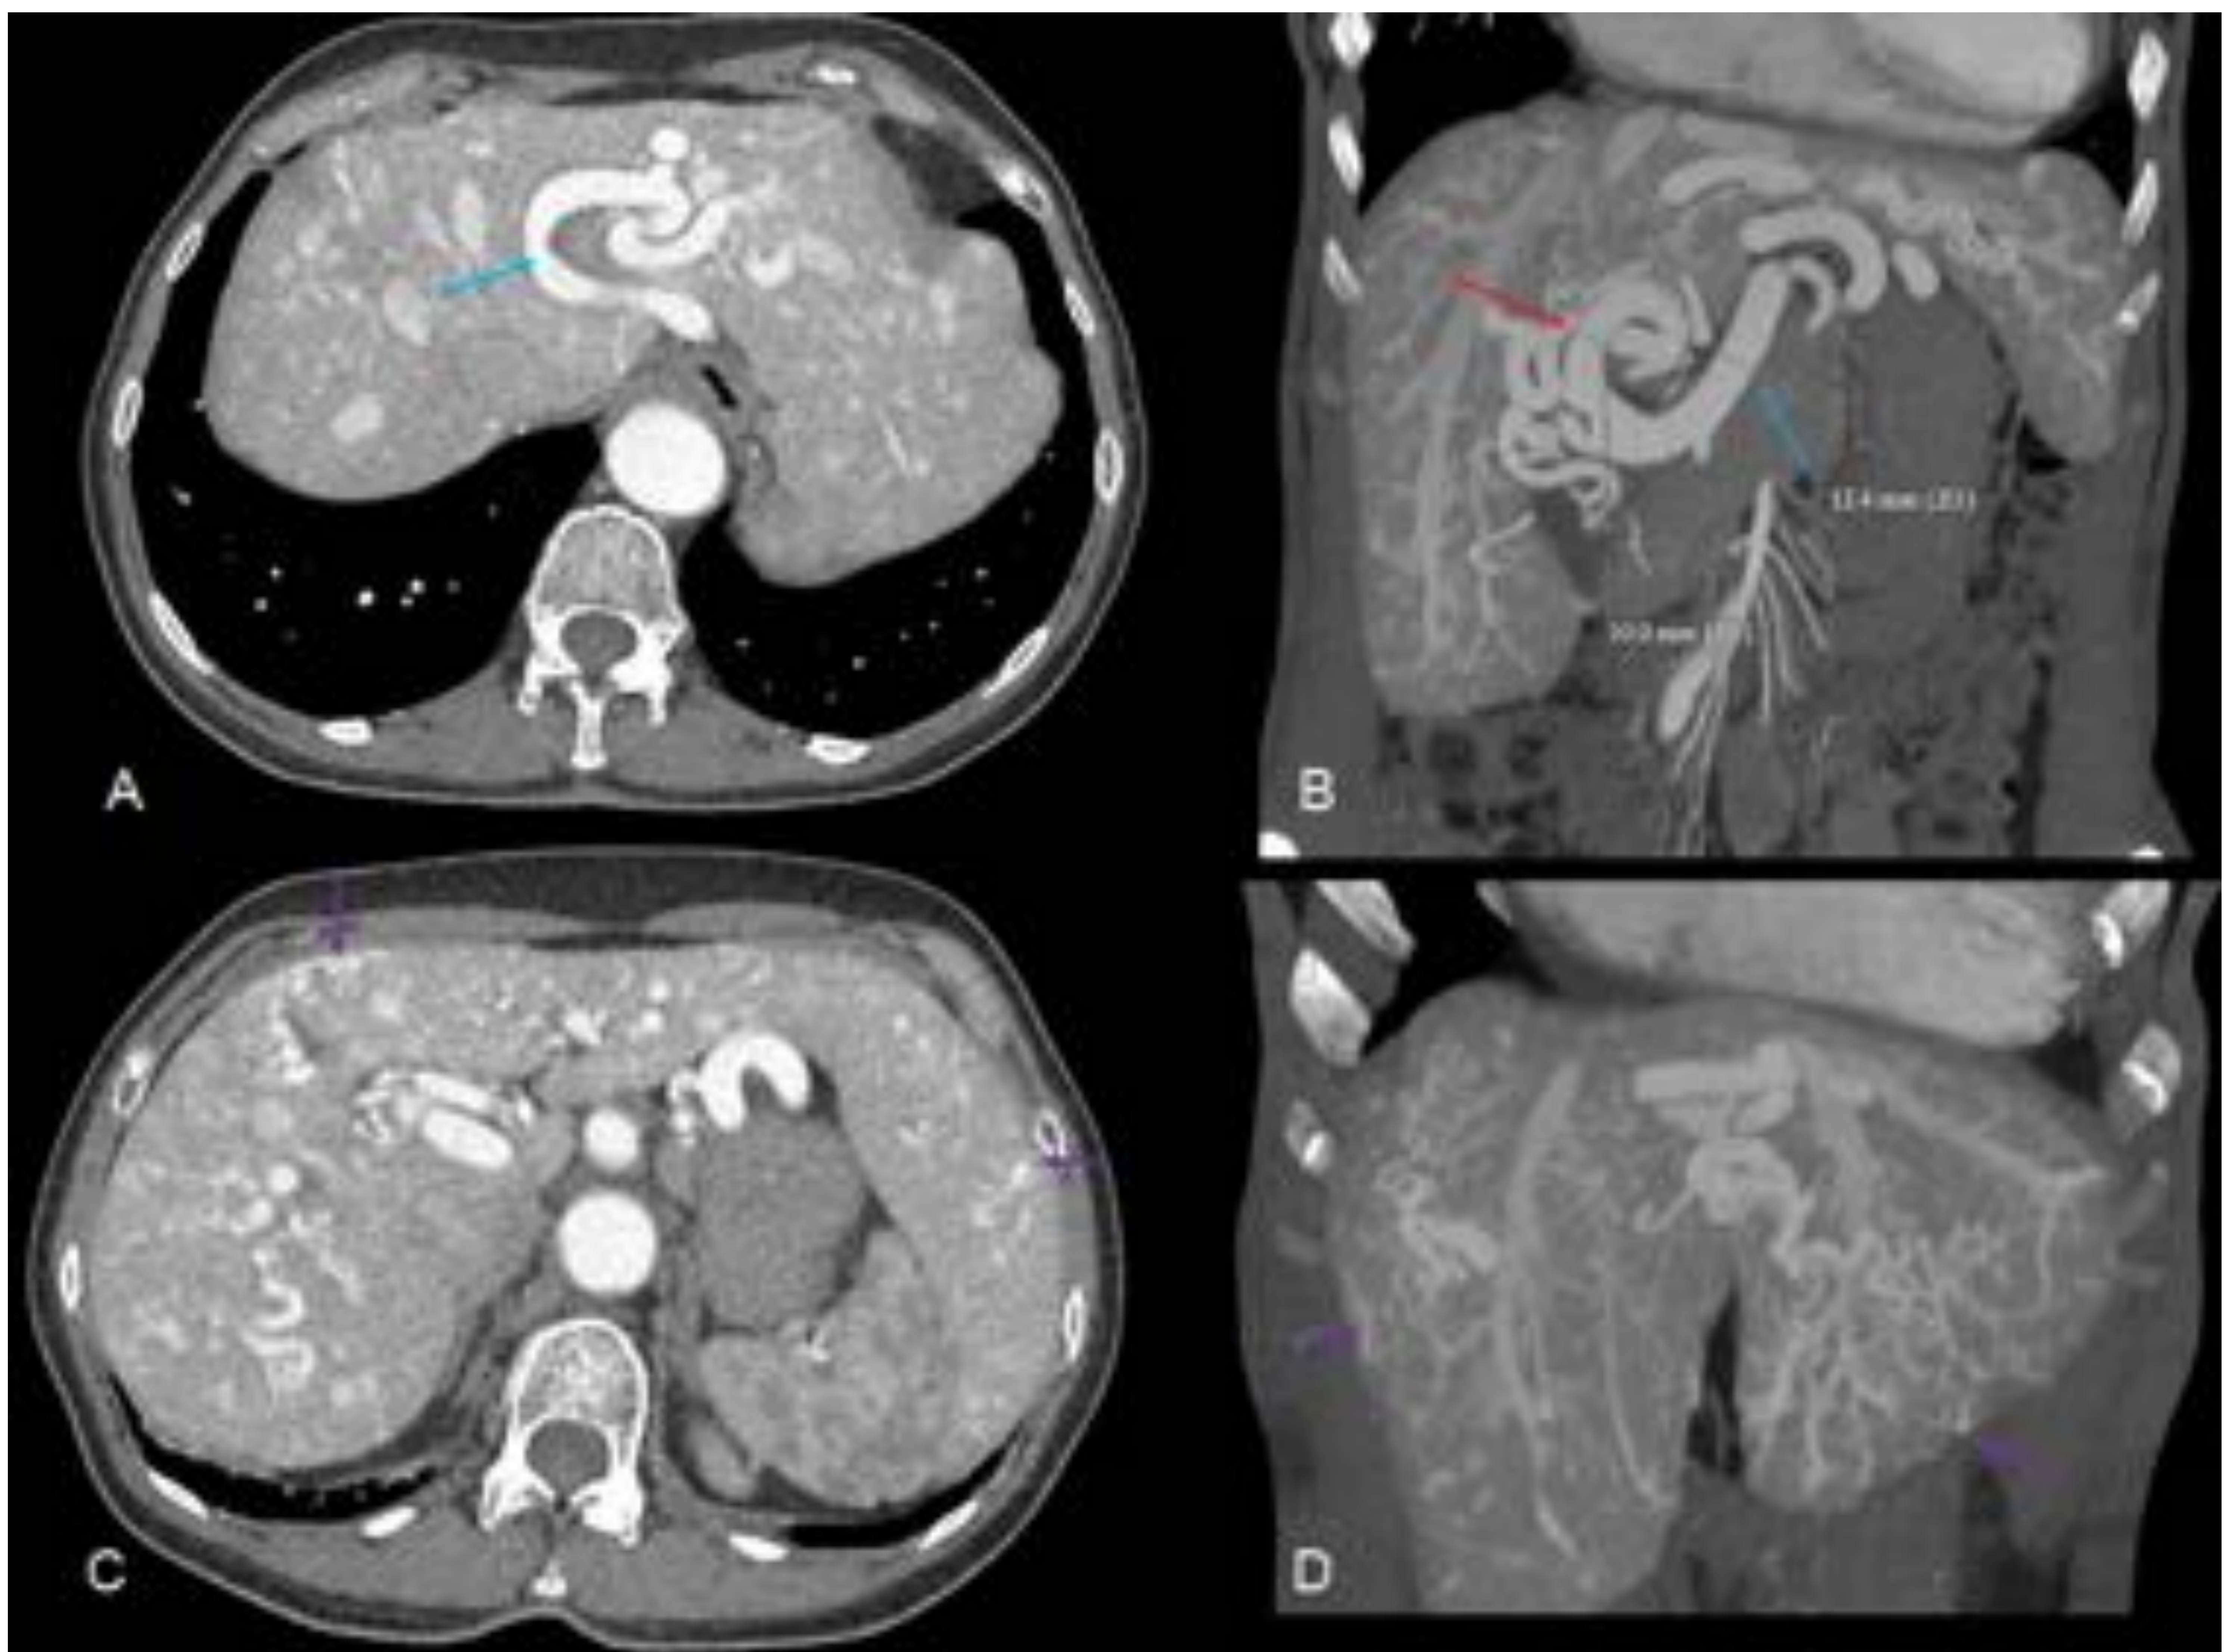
A,C : TC cortes axiales con contraste intravenoso en fase arterial. B,D: MIP coronal. Arteria hepática derecha (flecha roja en B) originada en hepática izquierda (flecha azul en A y B), ambas hipertrofiadas y tortuosas. Gran hepatomegalia con repleción precoz de las ramas de las venas hepáticas, por presencia de fístulas arteriovenosas y telangiectasias diseminadas por ambos lóbulos (flechas lilas en C y D). Hospital Universitario de Bellvitge.
